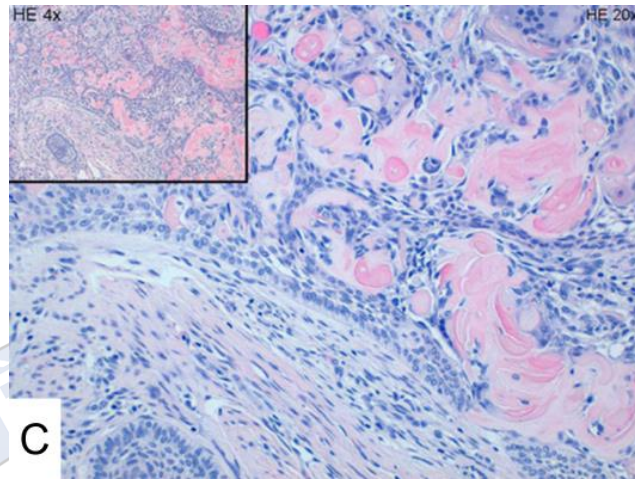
Tumor Dentinogênico de Células Fantasmas. A: radiografia panorâmica mostrando lesão mista unilocular bem definida, com áreas radiolúcidas e radiopacas, acometendo as raízes dos dentes 35 ao 42. B: corte axial de tomografia computadorizada mostrando lesão expansiva. Foi encontrado um padrão radiolúcido unilocular bem circunscrito com imagens radiopacas, correspondentes à calcificação. C: imagem do exame histopatológico. Nota-se um tumor sólido composto por lâminas e ilhas de epitélio odontogênico e transformação de células epiteliais em células fantasmas no tecido conjuntivo fibroso. As células fantasmas também foram observadas na dentina displásica. Fonte: Garcia Garcia et al, 2015.
